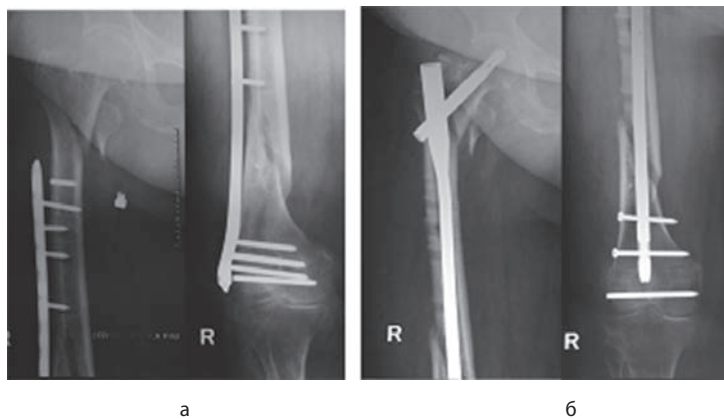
Рентгенограммы пациента М
